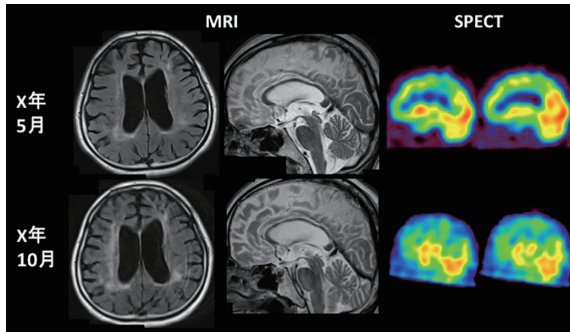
(上段) 初回入院時の頭部 MRI FLAIR 画像水平断(左)・T2強調画像矢状断(中), 脳血流シンチグラフィ(123I-IMP SPECT) 画像(右)。側脳室周囲に斑状の白質病変が散在。脳梁萎縮あり, 膨大部に T2 高信号病変を伴う。前頭頭頂葉に血流低下あり。(下段) 5 か月の経過で, 側脳室周囲の白質病変・脳梁萎縮・脳血流低下の増悪がみられる。
